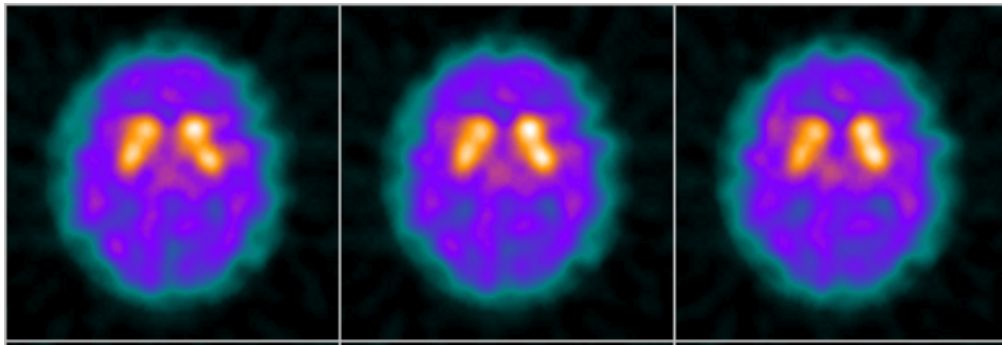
$^{123}\text{I}$ -IBZM-SPECT bei einem Patienten mit idiopathischem Parkinson-Syndrom
